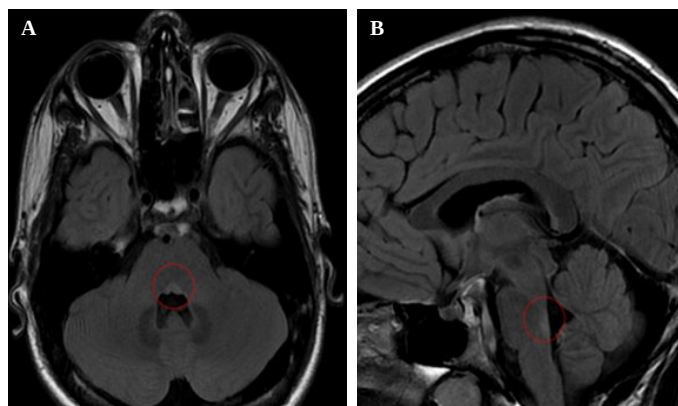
Resonancia magnética nuclear del paciente del caso clínico. (A). Corte axial y (B) sagital T2 en recuperación de la inversión atenuada de fluido (FLAIR, *fluid-attenuated inversion*), mostrando el realce de la lesión en la protuberancia adyacente al cuarto ventrículo.
